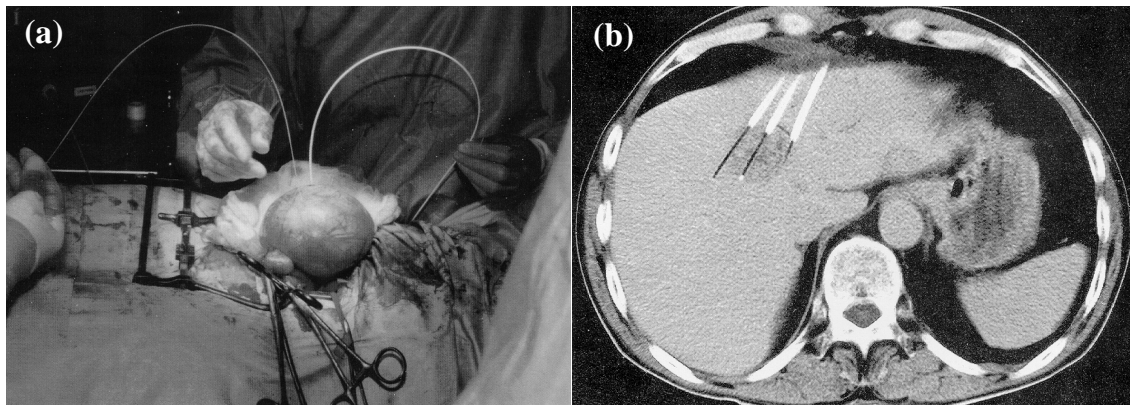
Beispiele der klinischen Anwendung der Laser-induzierten Thermotherapie: (a) Behandlung eines Gebärmutter-Leiomyoms mit zwei Fasern (aus [Chp]). (b) CT-Aufnahme vor der Behandlung einer Lebermetastase (aus [Vog97b])
